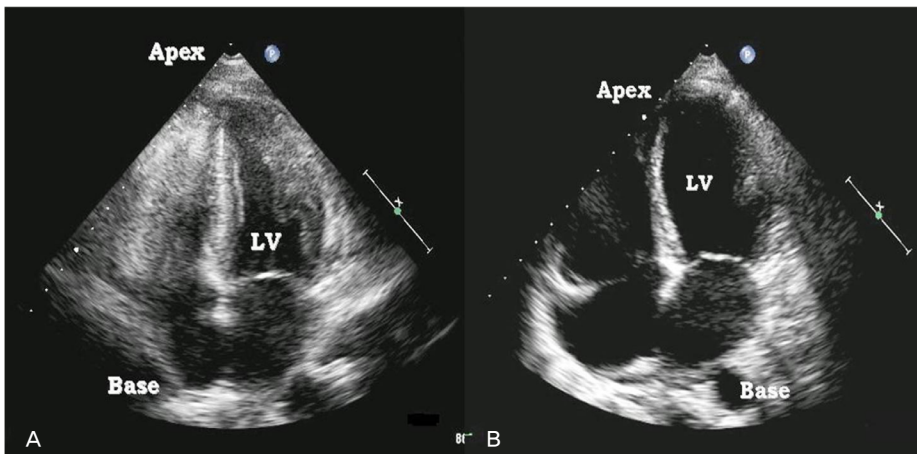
The echocardiography show akinesis from midventricular to apex (A) and apical akinesis improved in postoperative 7<sup>th</sup> day (B).
